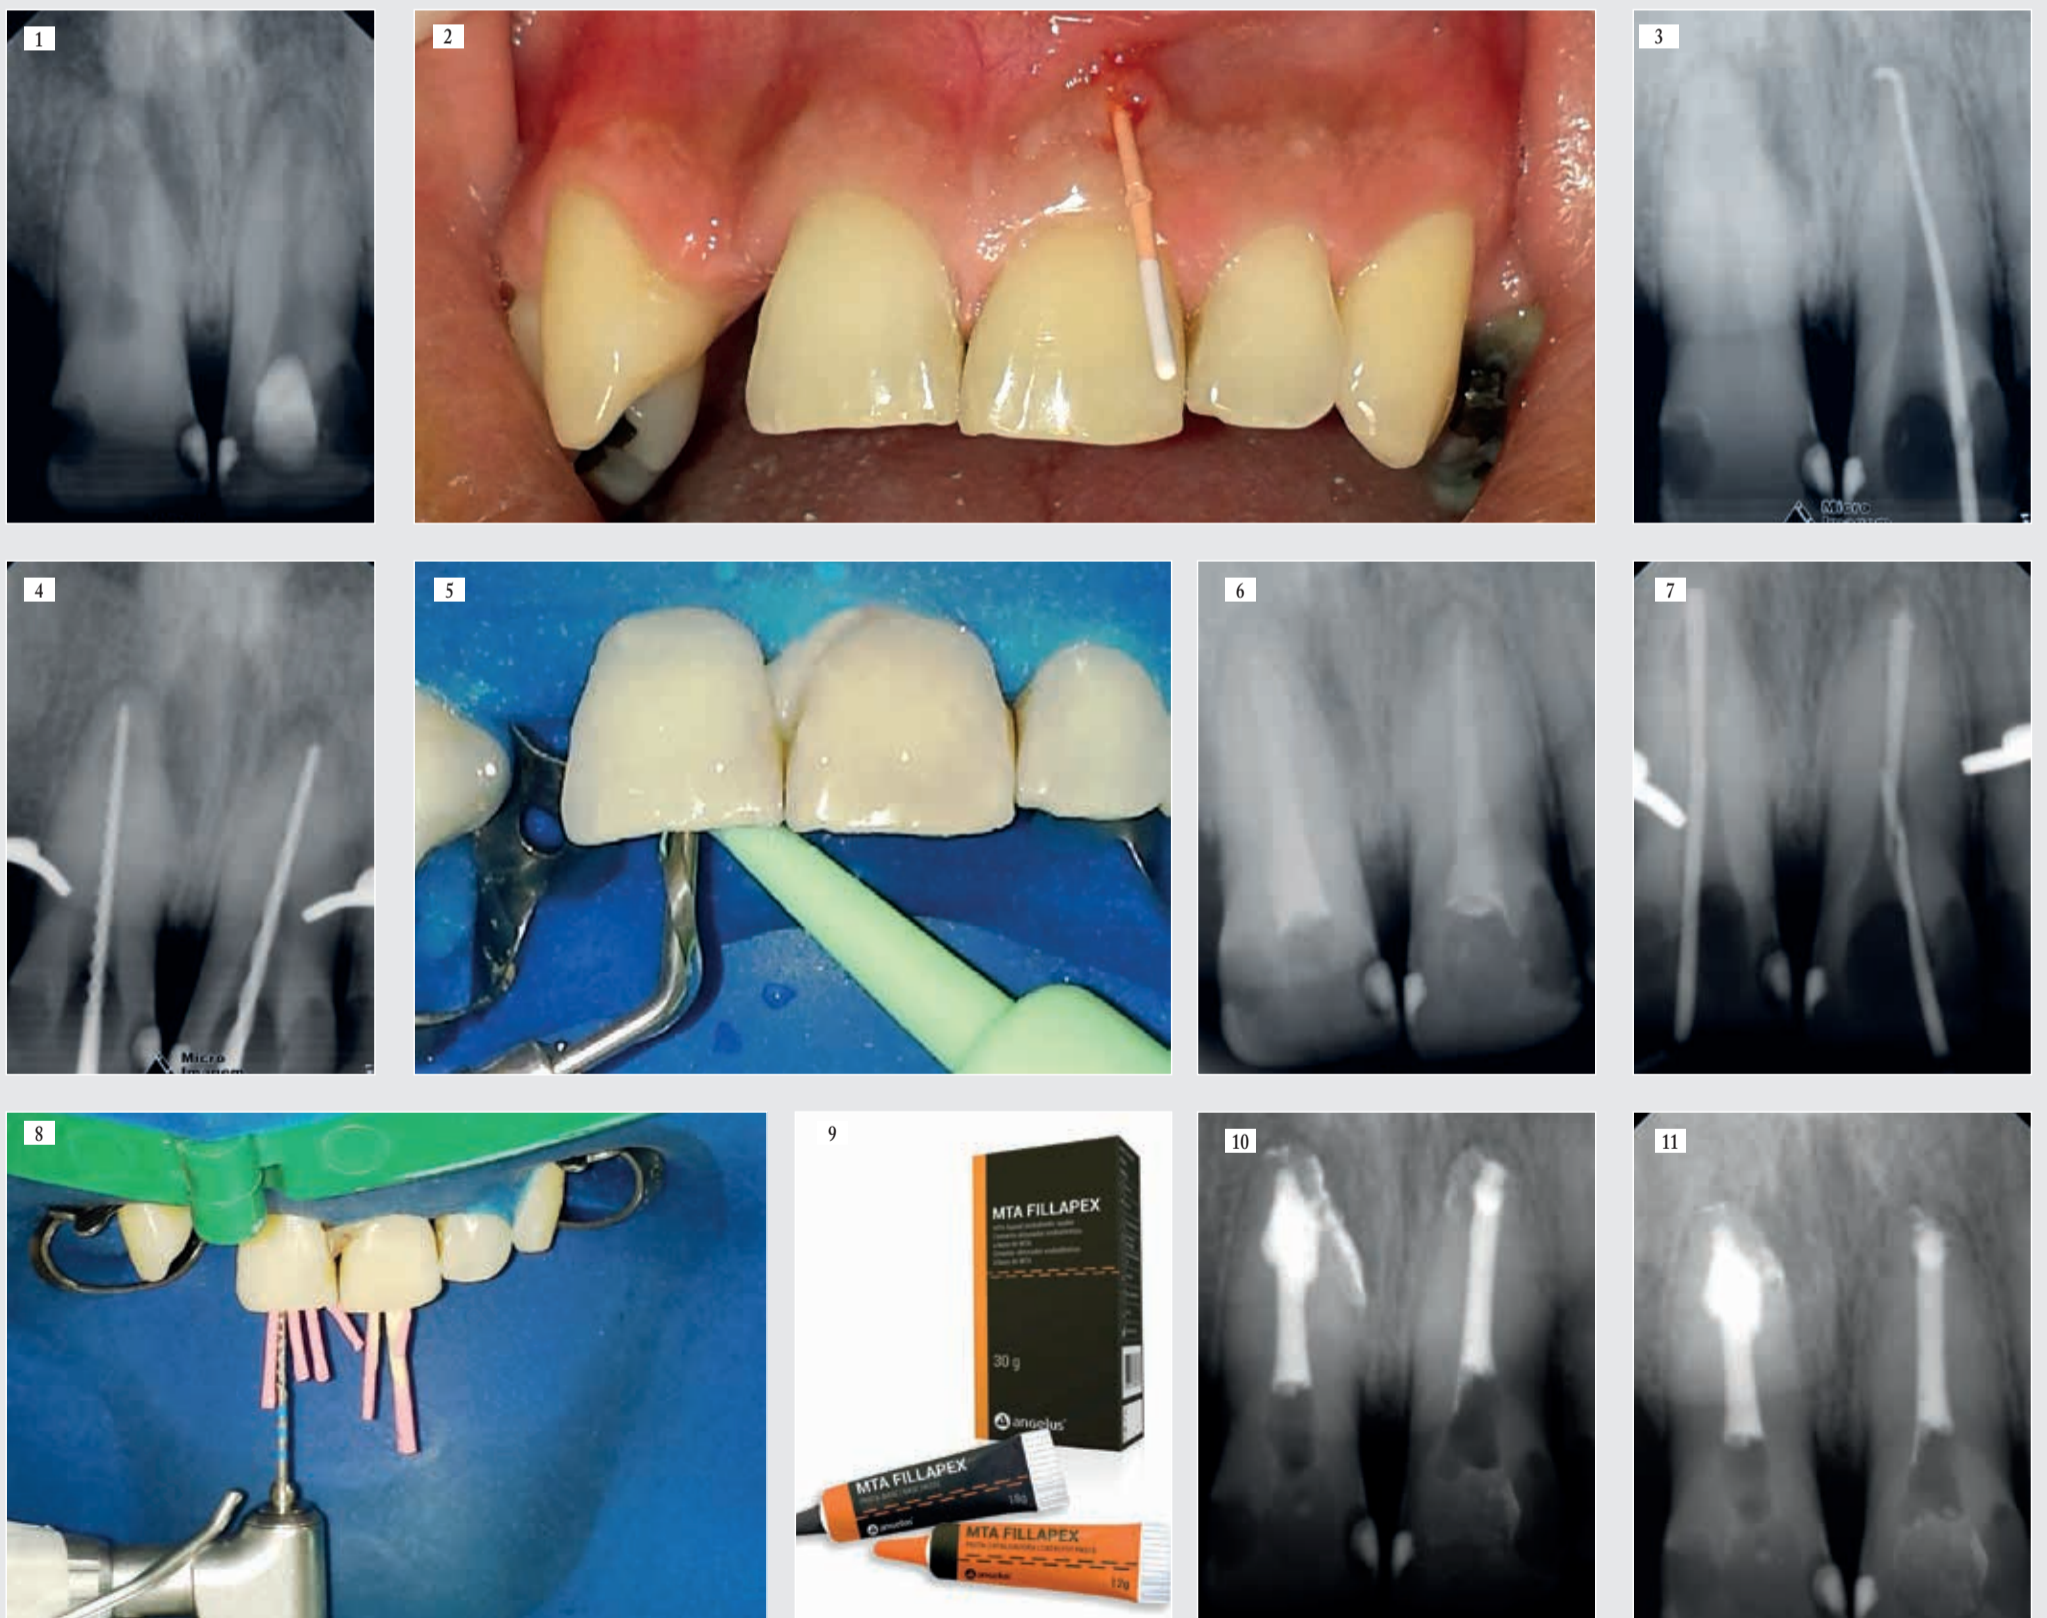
Aspect radiographique initial des dents 11 et 21. | Figs. 2 et 3 : Dépistage de la fistule sur 21. | Fig. 4 : Radiographie pour déterminer la longueur de travail. | Fig. 5 : Action complémentaire suite à la procédure de nettoyage avec emploi d'irrigation ultrasonique. | Fig. 6 : Aspect radiographique du remplissage intracanal à l'Hydroxyde de calcium. | Figs. 7 et 8 : obturation canalair thermomécanique avec des cônes de gutta. | Fig. 9 : Ciment endodontique à base de M.T.A. Fillapex. | Fig. 10 : Radiographie finale. | Fig. 11 : Suivi périodique de traitement après 3 mois.
